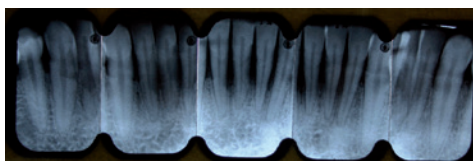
Serie periapical. Sector anteroinferior.
